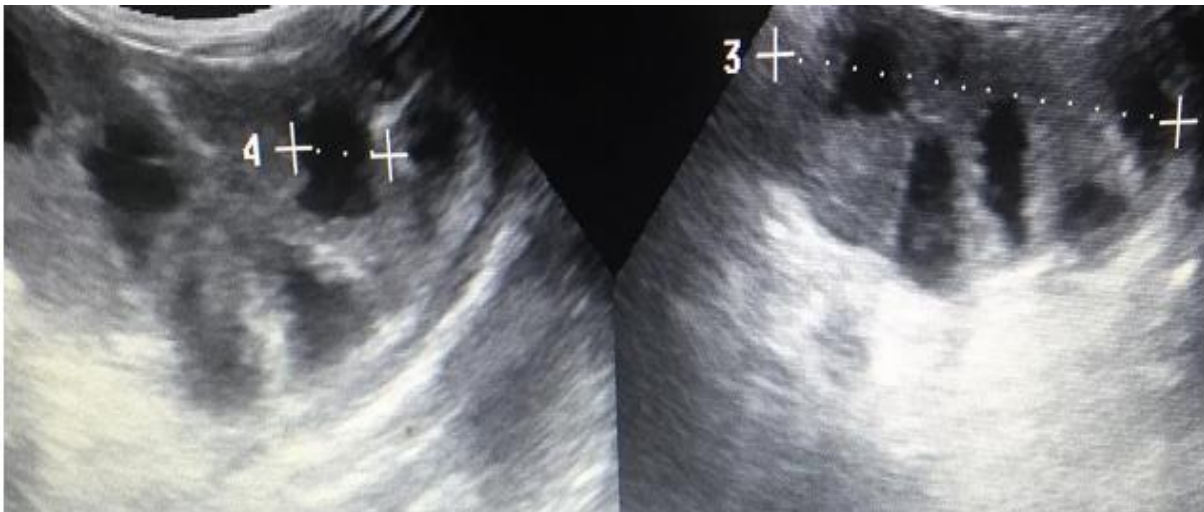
Image échographique rein gauche multikystique
